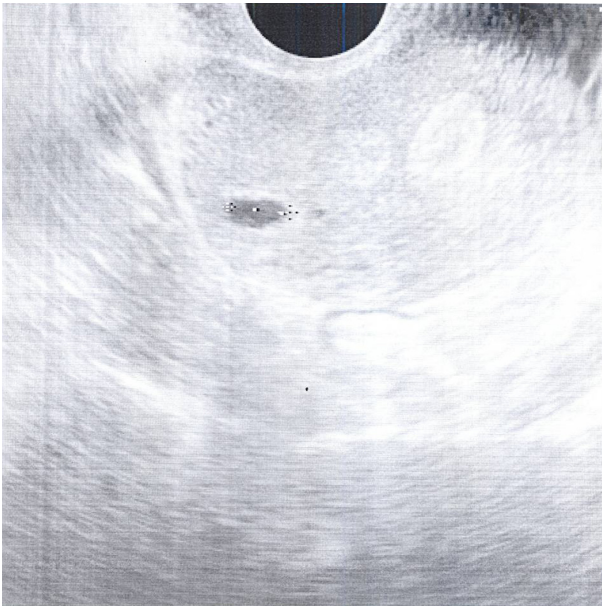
Ultrasonographic finding at amenorrhea 7 weeks showed gestational sac located in right upper angular area.
